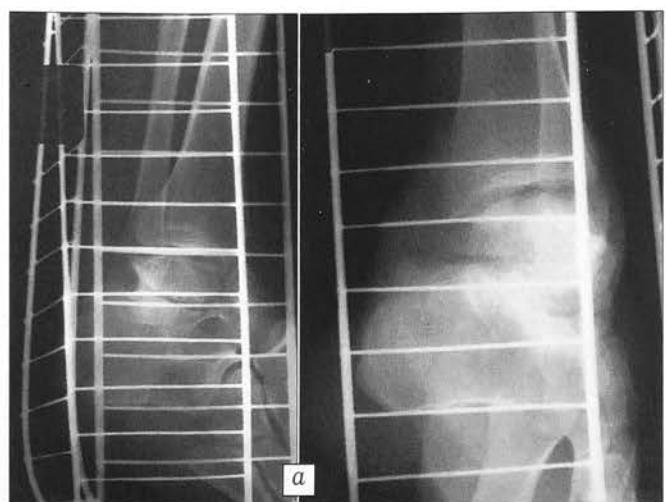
Рентгенограммы больного В.
